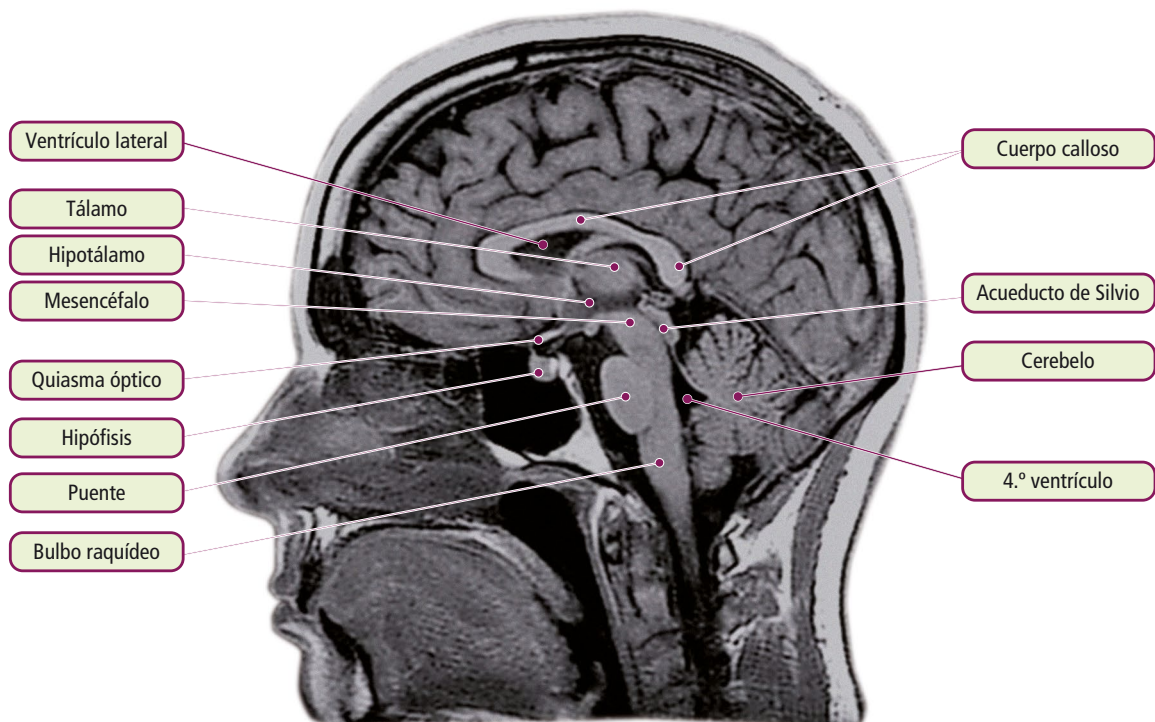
RM cerebral. Corte sagital en línea media.
